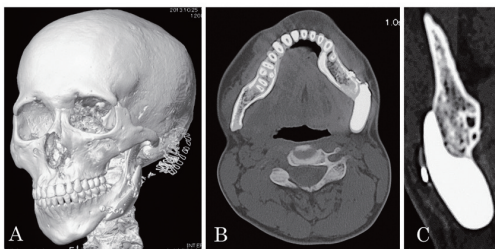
人工骨による下顎角形成術後2年のCT画像
